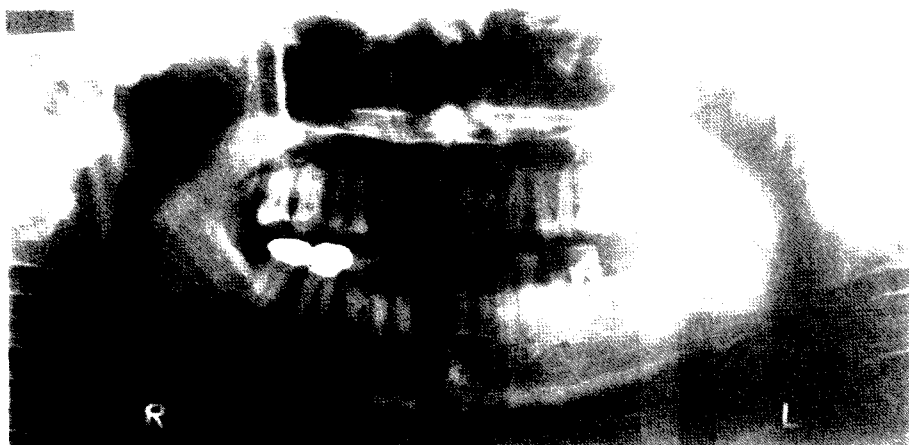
Panoramic radiograph revealed variously calcified bodies anterior to the condyle on the left temporomandibular joint.
